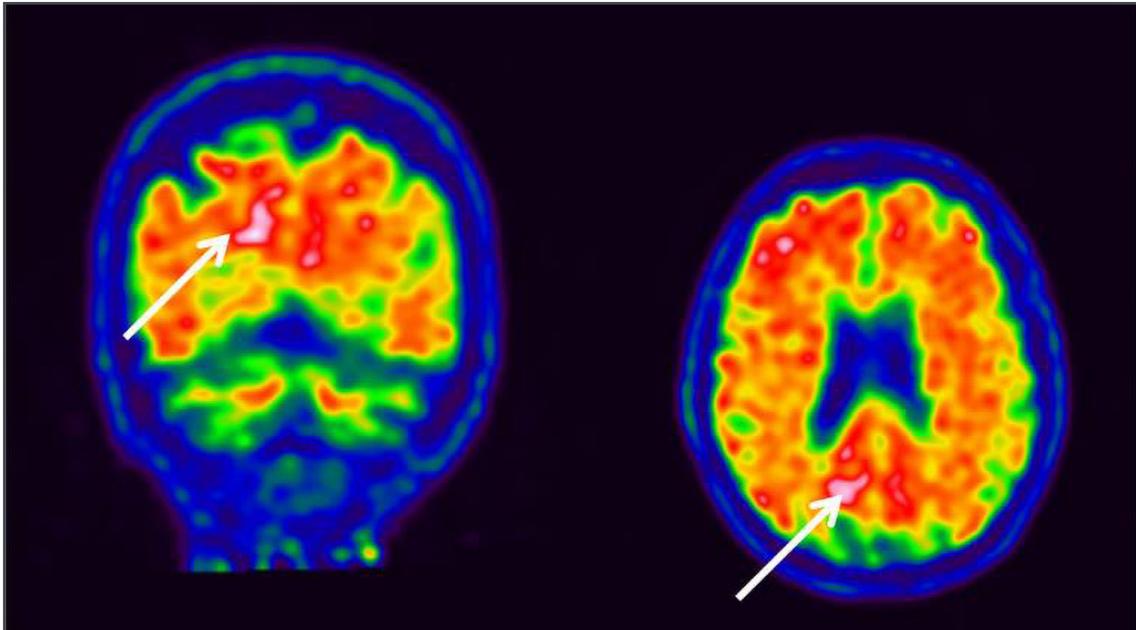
PET amiloide mostra iperfissazione del radiofarmaco a livello occipitale, maggiore a destra (frecce).
